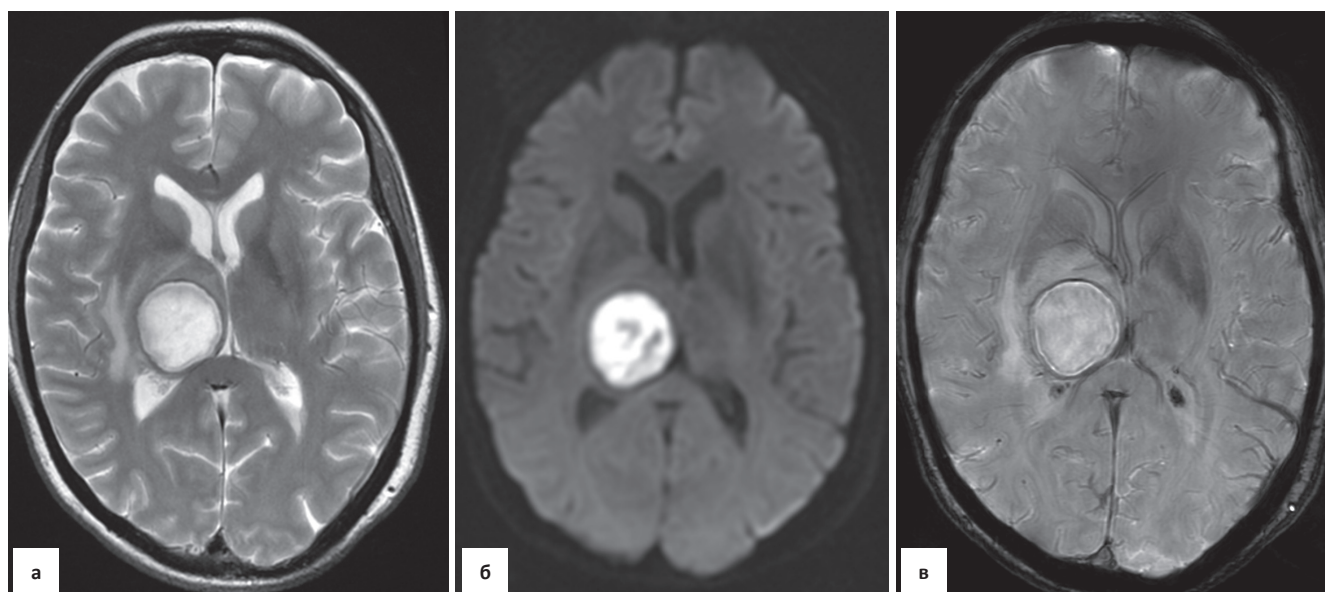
Абсцесс в области подкорковых образований справа. МРТ в режимах T_2 (а), ДВИ (б), SWAN (в). В режиме SWAN (в) визуализируется двухконтурная капсула абсцесса. В режиме ДВИ (б) – типичный гиперинтенсивный МР-сигнал от абсцесса
